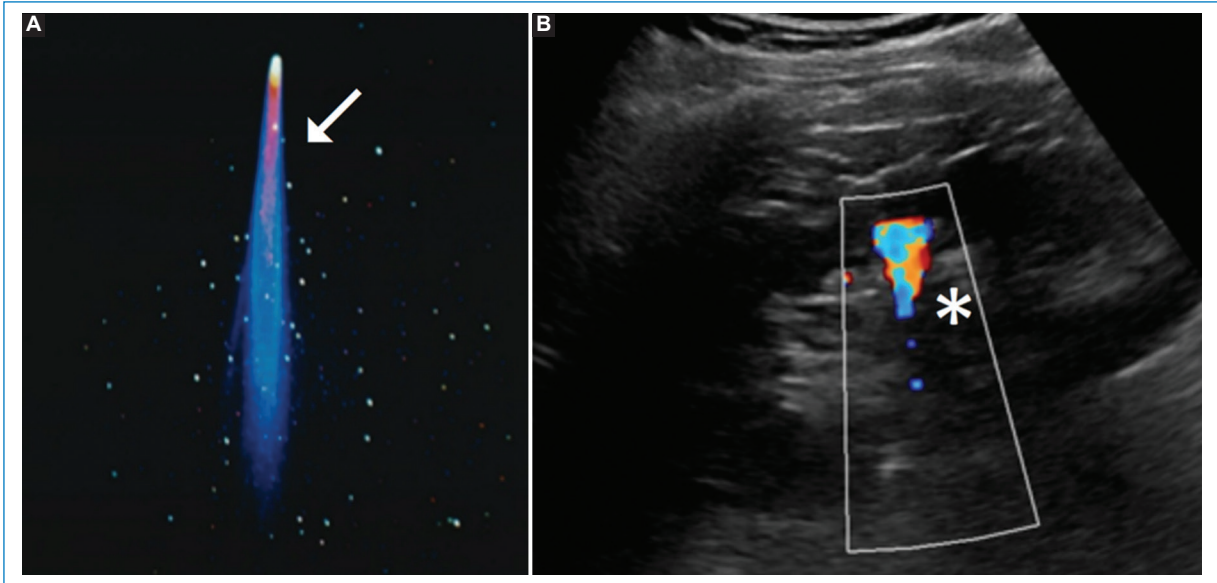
(A) Imagen de cometa con su cola característica (flecha). (B) Ecografía renal con Doppler color en la que se observa litiasis generando un artefacto en “cola de cometa color” (asterisco).
